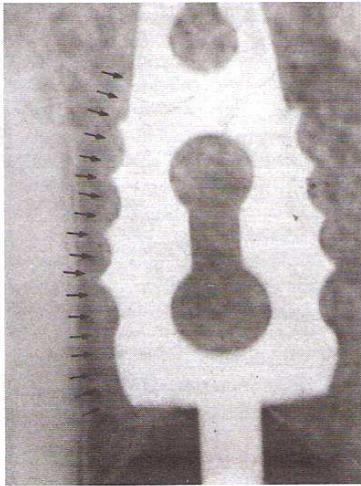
L'ingrandimento radiografico evidenzia la formazione di una "lamina dura" (frecce) intorno all'impianto (2008)
